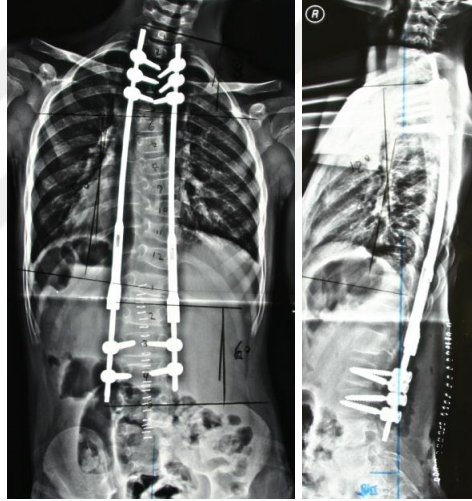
Hastanın postop. ön ve yan grafisi
